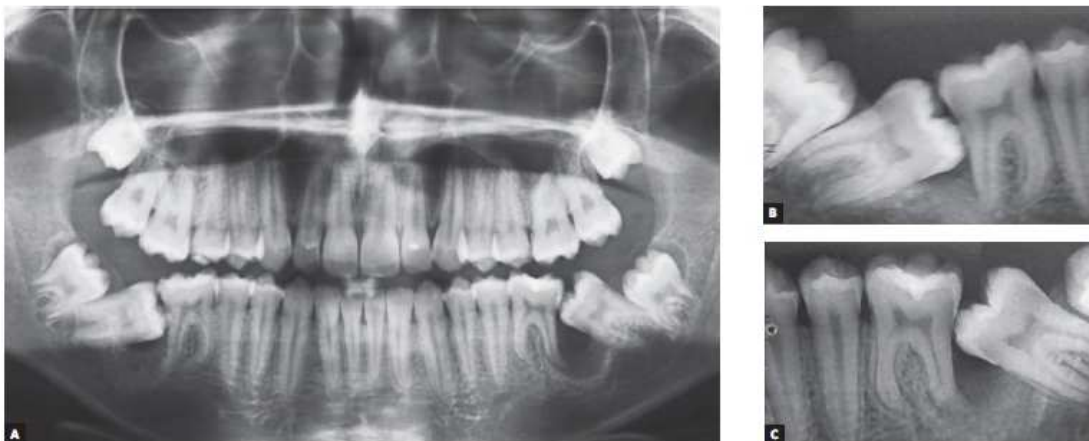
Radiographies initiales, avant traitement (33)
